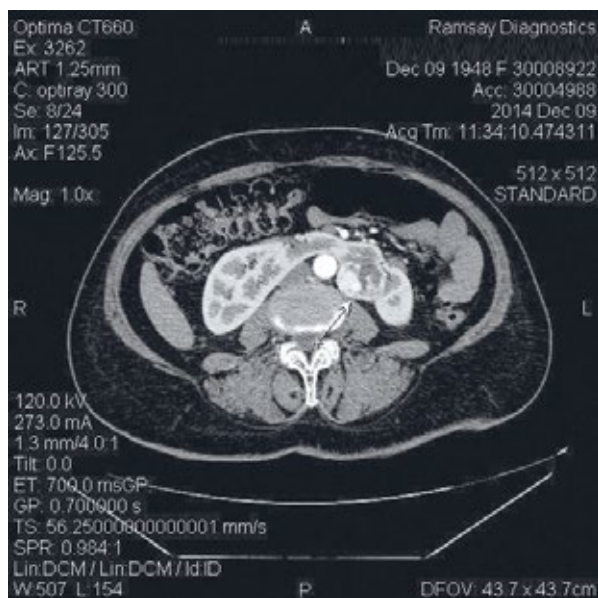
КТ-картина опухоли подковообразной почки у больной Б., 66 лет (аксиальная проекция).
